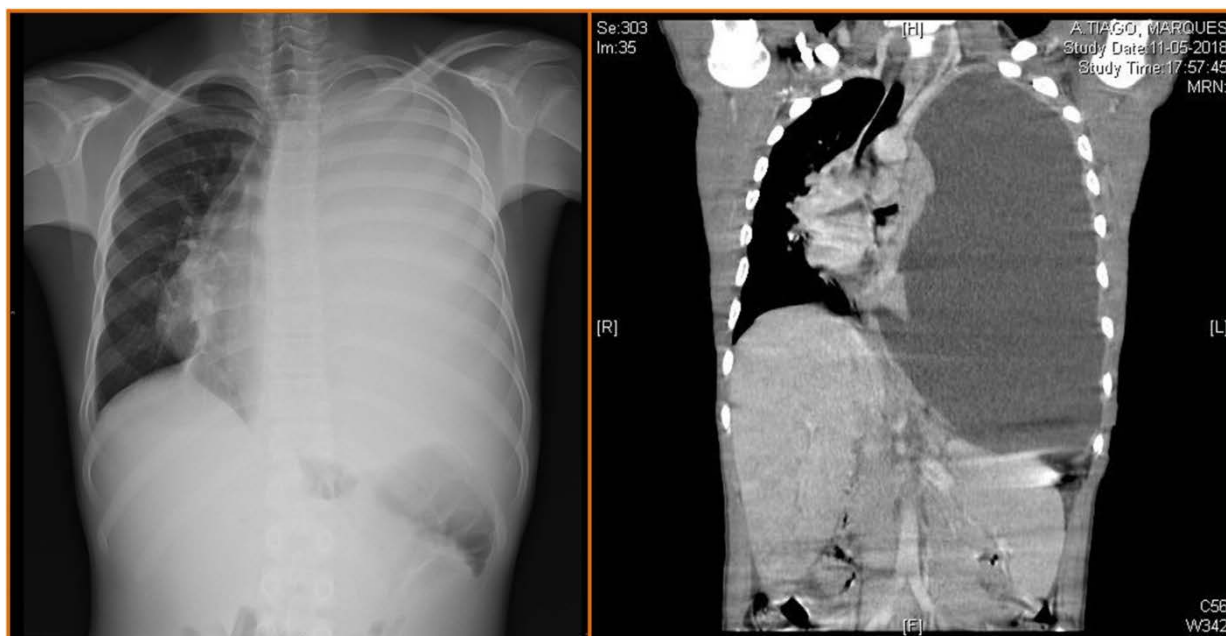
(ESQUERDA) – Radiografia torácica realizada à admissão
